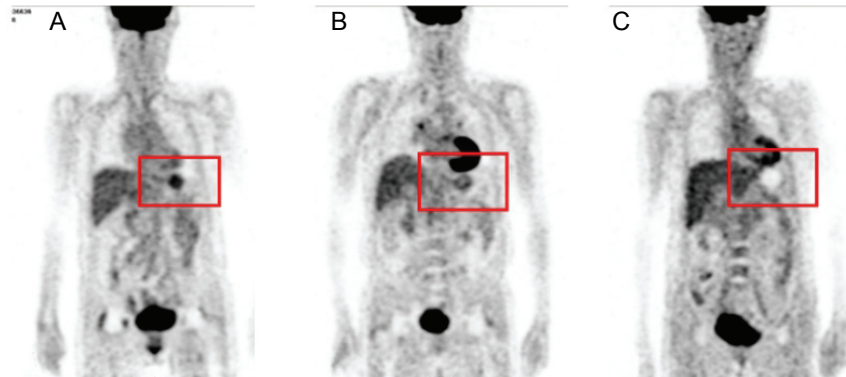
The Coronal images of PET. (A) There was high uptake of ^{18}F -FDG in Non Drink Group (red box). (B) Water Drink Group showed the slight stomach extension (red box). (C) Orange juice Drink Group was observed the stomach extension (red box).
